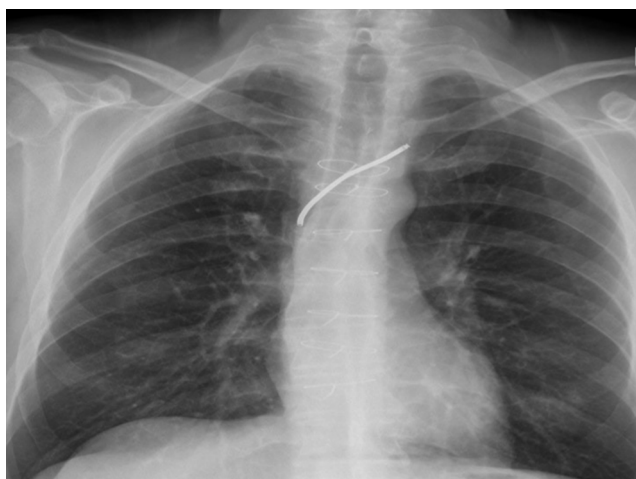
Radiografía de tórax antes de la admisión actual.
